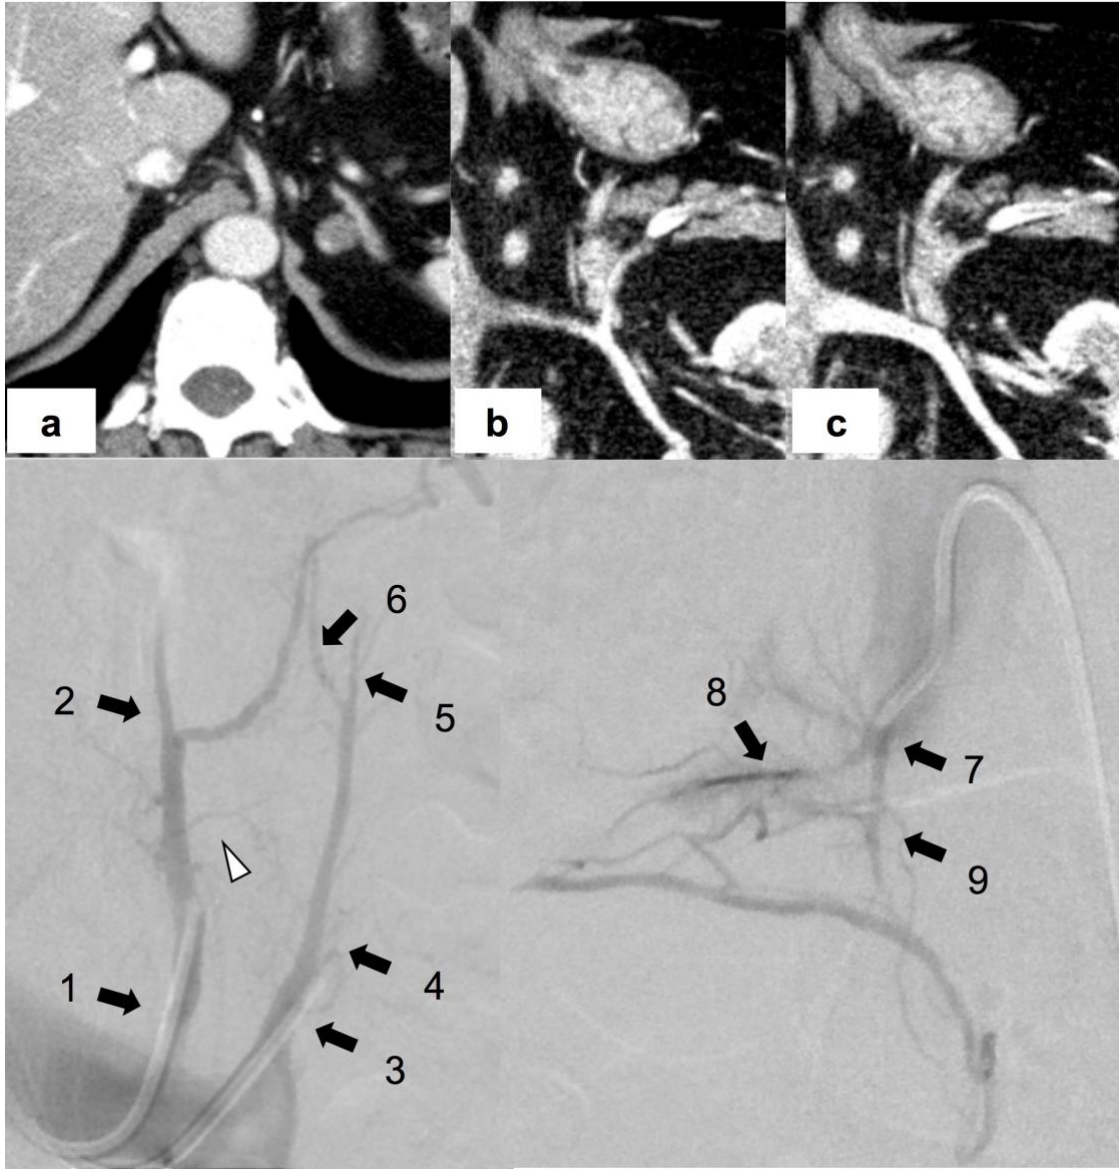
症例 4 の術前造影 CT と sAVS での左右副腎静脈採血部位
